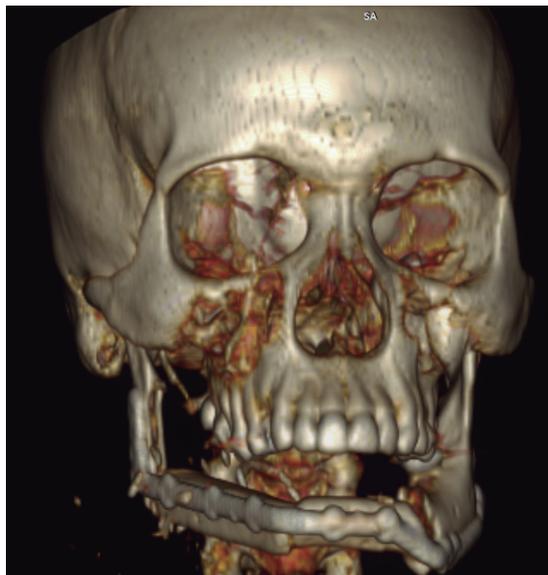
Imagen radiológica de control 3D (TAC).
